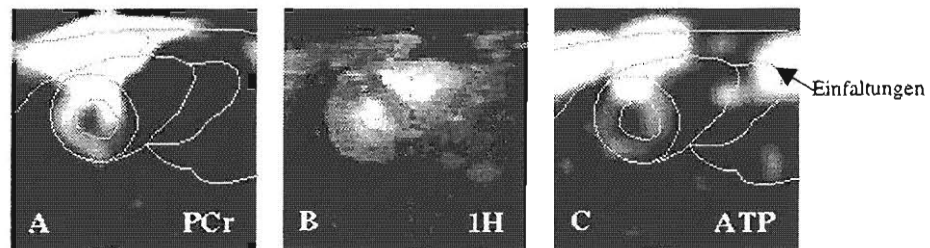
A: awCSI Metabolitenmap der PCr-Resonanz im menschlichen Herzen; B: korrespondierende ^1H -Schichtaufnahme, aufgenommen mittels einer segmentierten Gradientenecho-Sequenz; C: awCSI Metabolitenmap der γ -ATP-Resonanz.
